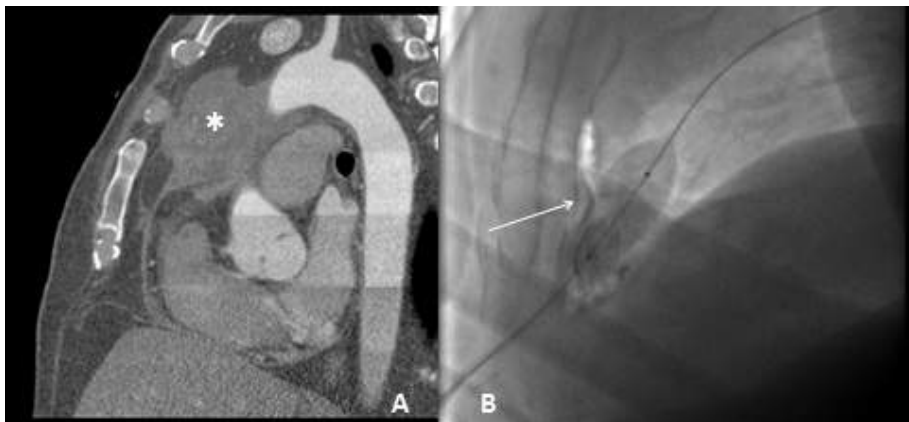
Corte sagital TAC con contraste en el que se objetiva una masa mediastínica anterior (figura 2A; asterisco). Radioscopia en proyección lateral que muestra el balón inflado en el pericardio (figura 2B; flecha).
